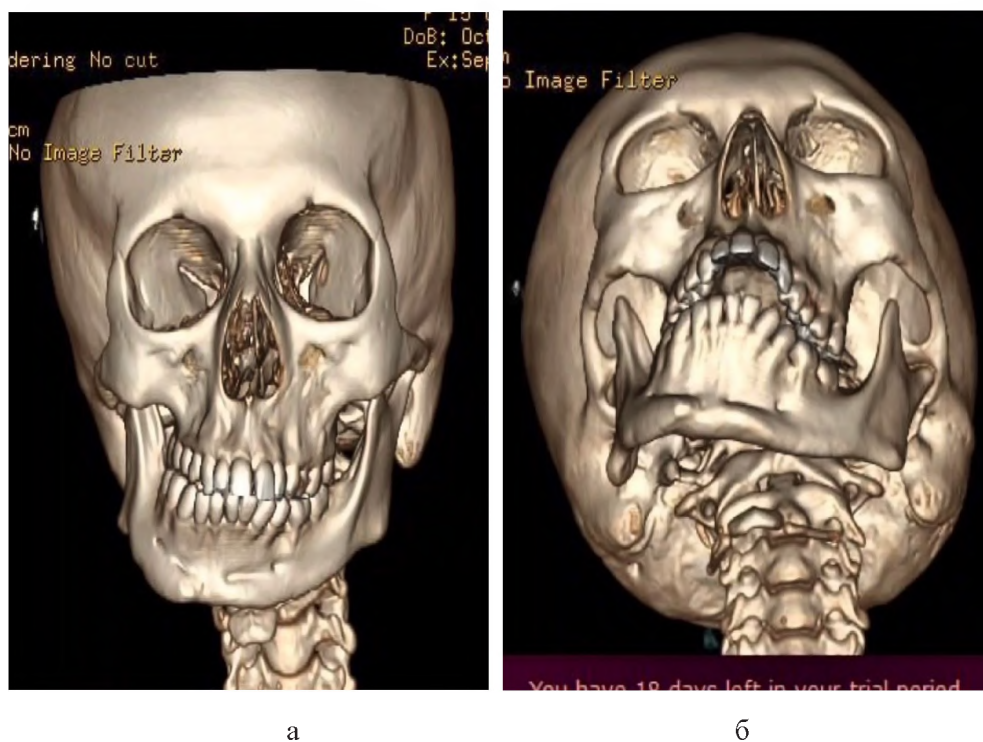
КТ больного. Определяется деформация верхней (а) и нижней (б) челюсти.
